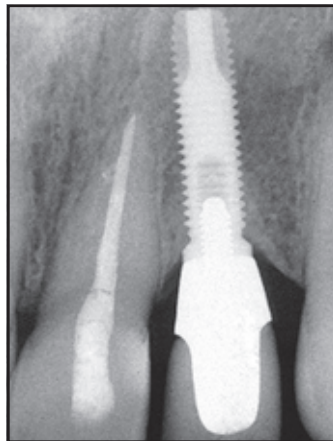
(rechts) Das Röntgenbild zeigt nach 3 Jahren eine stabile Osseointegration des Implantats.
